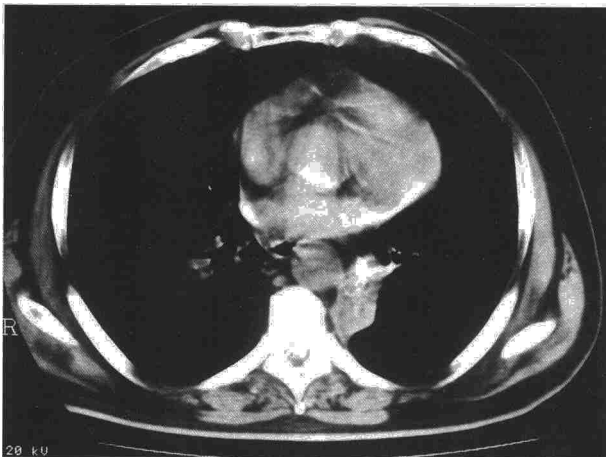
TAC torácica: atelectasia global de LII. Calcificación en zona teórica de salida de bronquio de LII.
